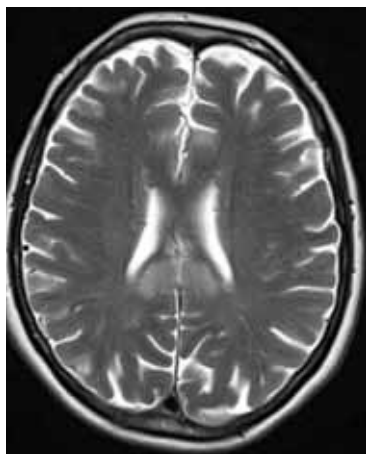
МРТ. Обратимая лейкоэнцефалопатия утолщения мозолистого тела
